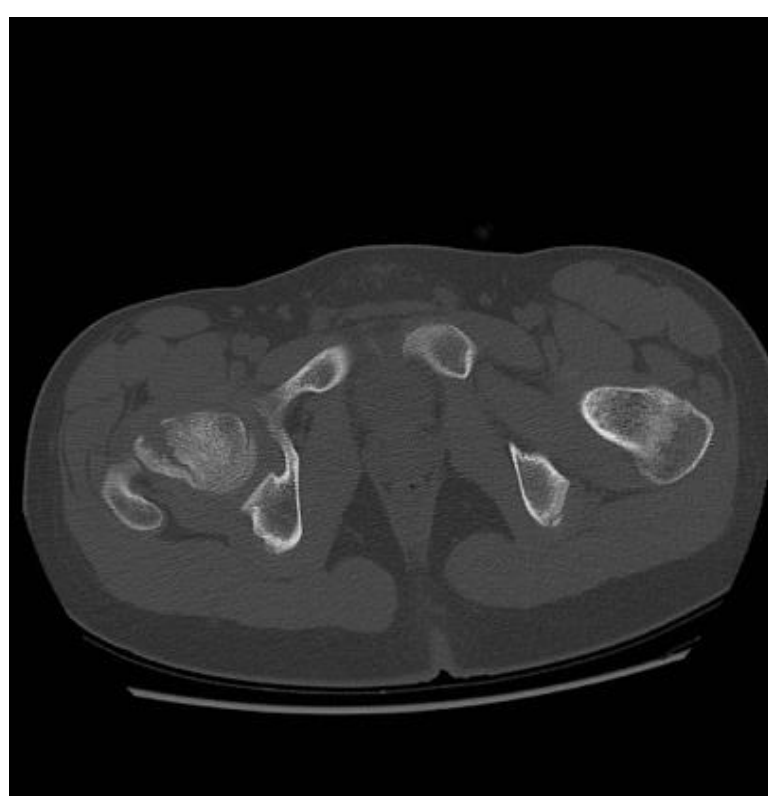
TC. Proyección axial.
